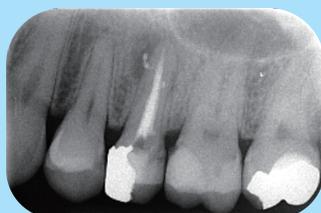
根管充填確認のデンタルX線写真。病変に相当する位置に側枝があり、シーラーが充填された。エンドウルトラによるPUIの効果で側枝まできれいになったためと考えられる。
